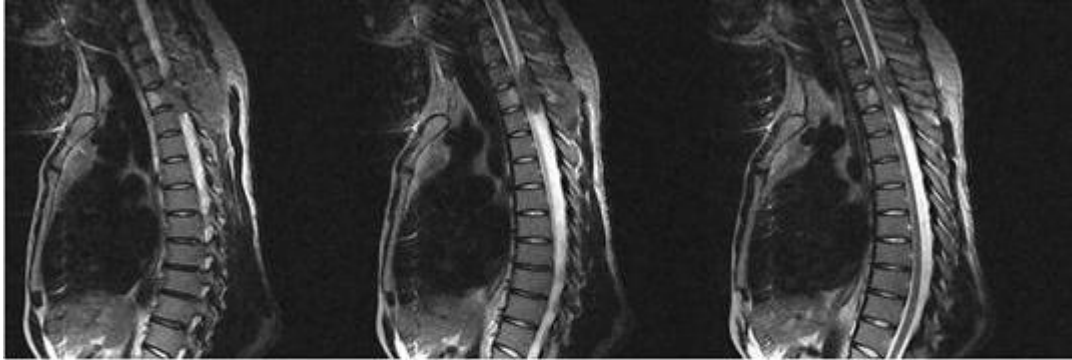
Imagen de resonancia magnética nuclear de columna dorsal (secuencias T₁ y T₂) que muestra la lesión neoplásica de partes blandas con diagnóstico histopatológico de sarcoma de Ewing extra esquelético. Se observa crecimiento al interior del canal raquídeo, extradural con compresión medular
